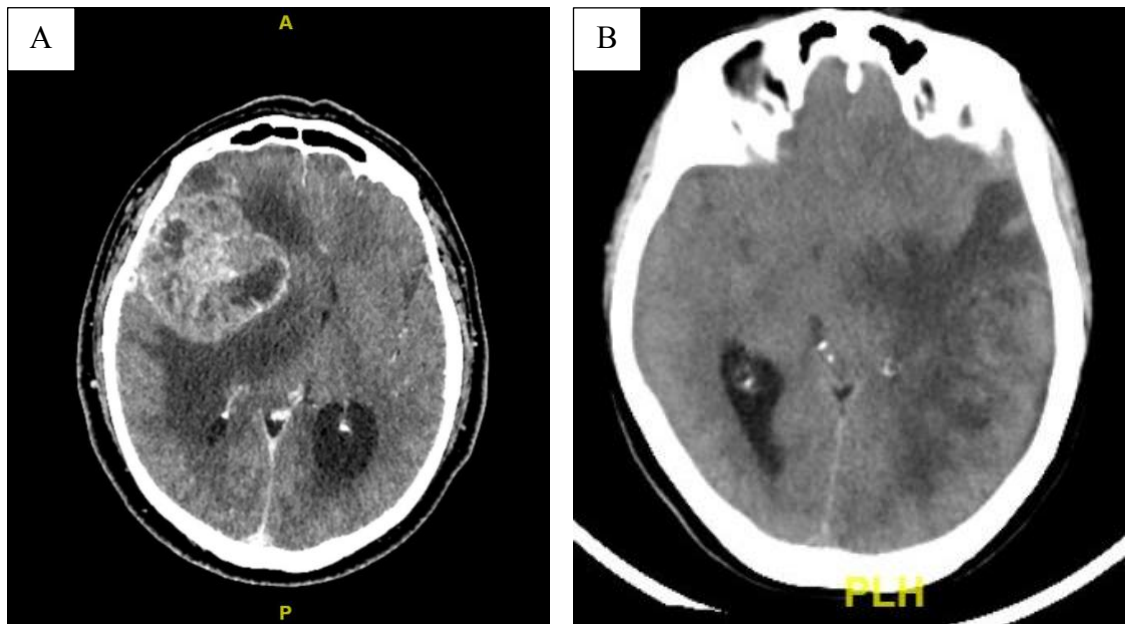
(A) TC con mdc in sezione trasversale con tipico aspetto di ring enhancement della lesione, (B) TC senza mdc in sezione trasversale con area ipodensa a sinistra.
